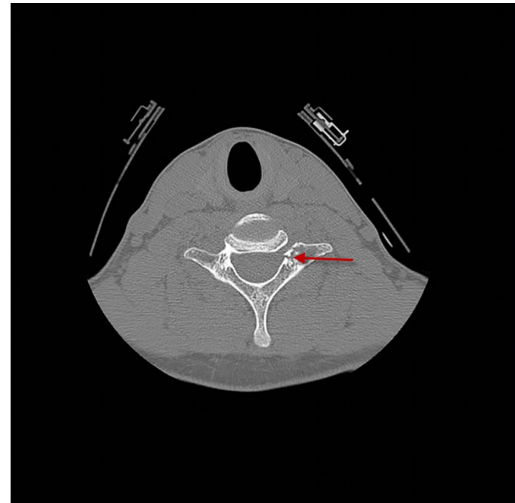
Immagine CT che mostra una frattura nella settima vertebra cervicale appena posteriore al corpo vertebrale.
